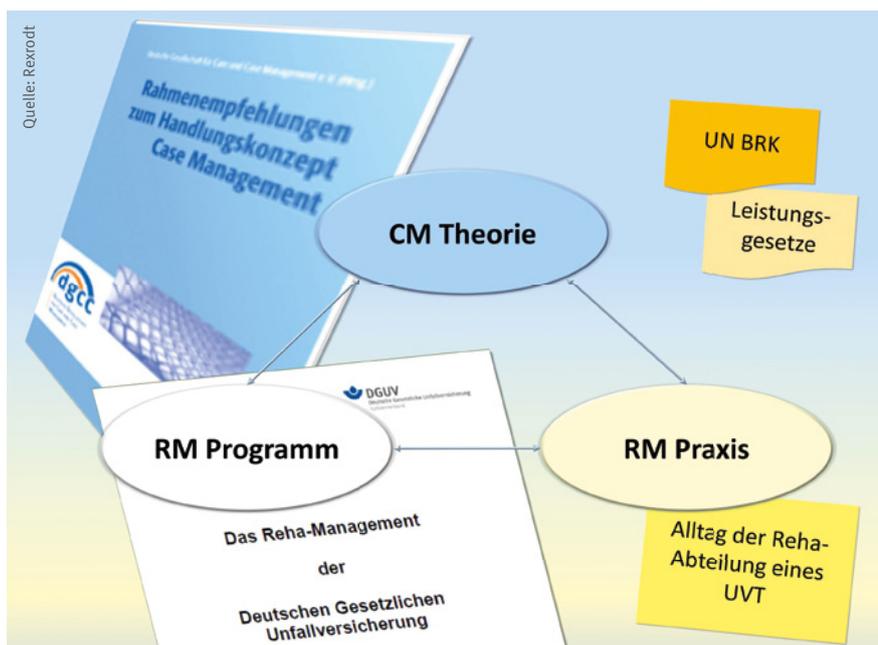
Das Verhältnis von Case Management (CM) zum Reha-Management (RM)
